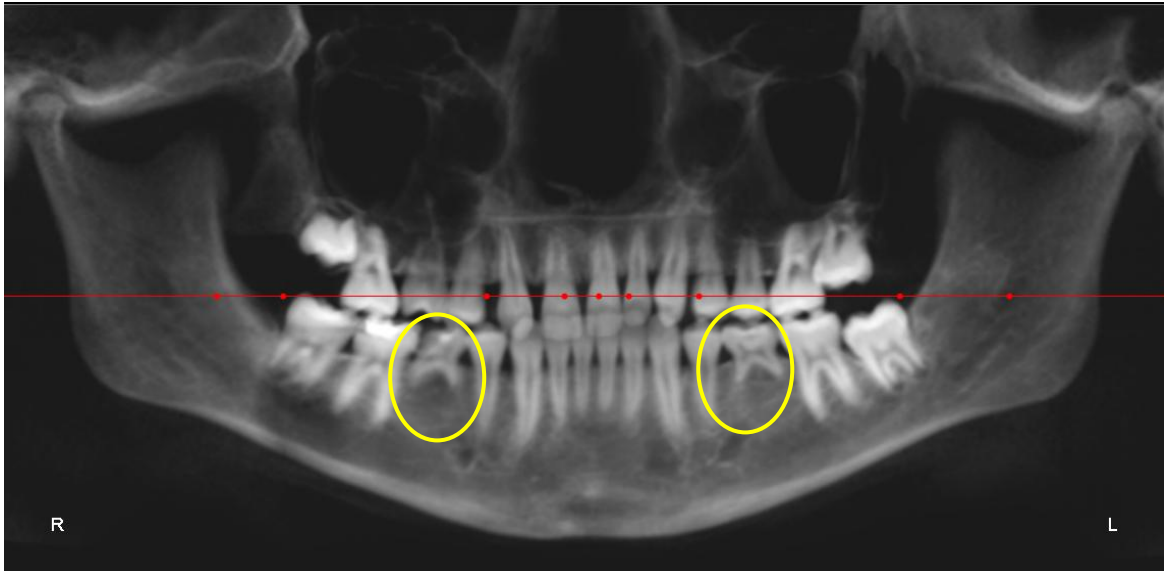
Imagem panorâmica obtida a partir da tomografia computadorizada
